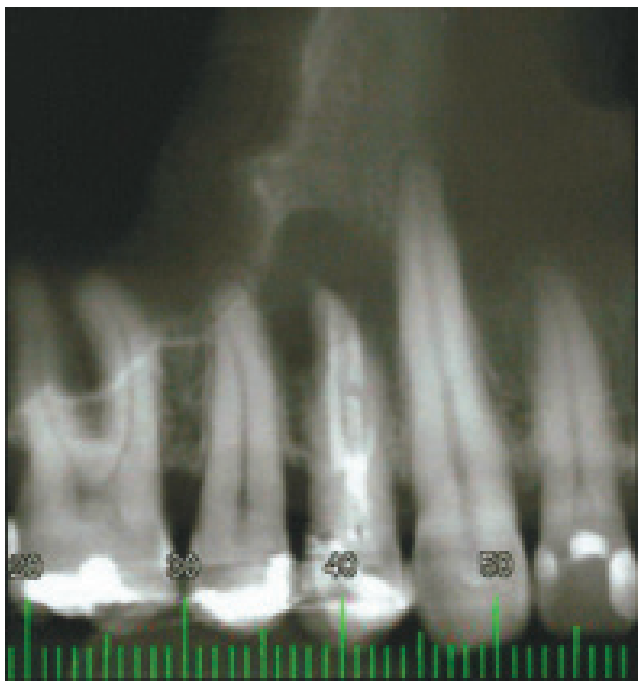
Lesão periapical evidente
